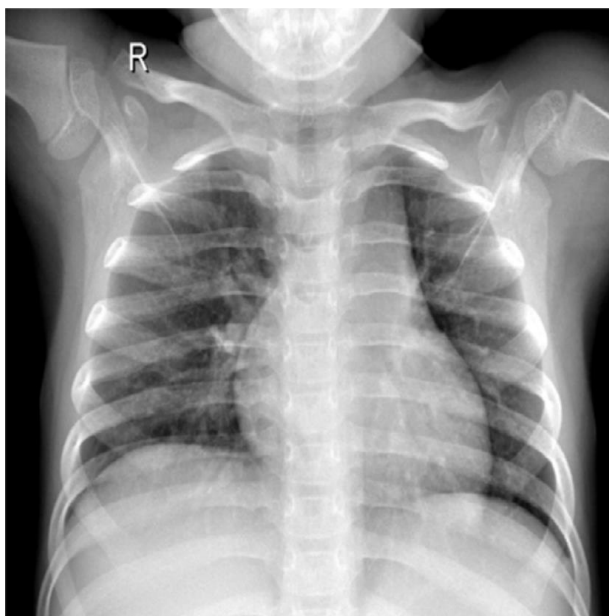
Зразок рентгенографічного зображення здорової особи [33]
